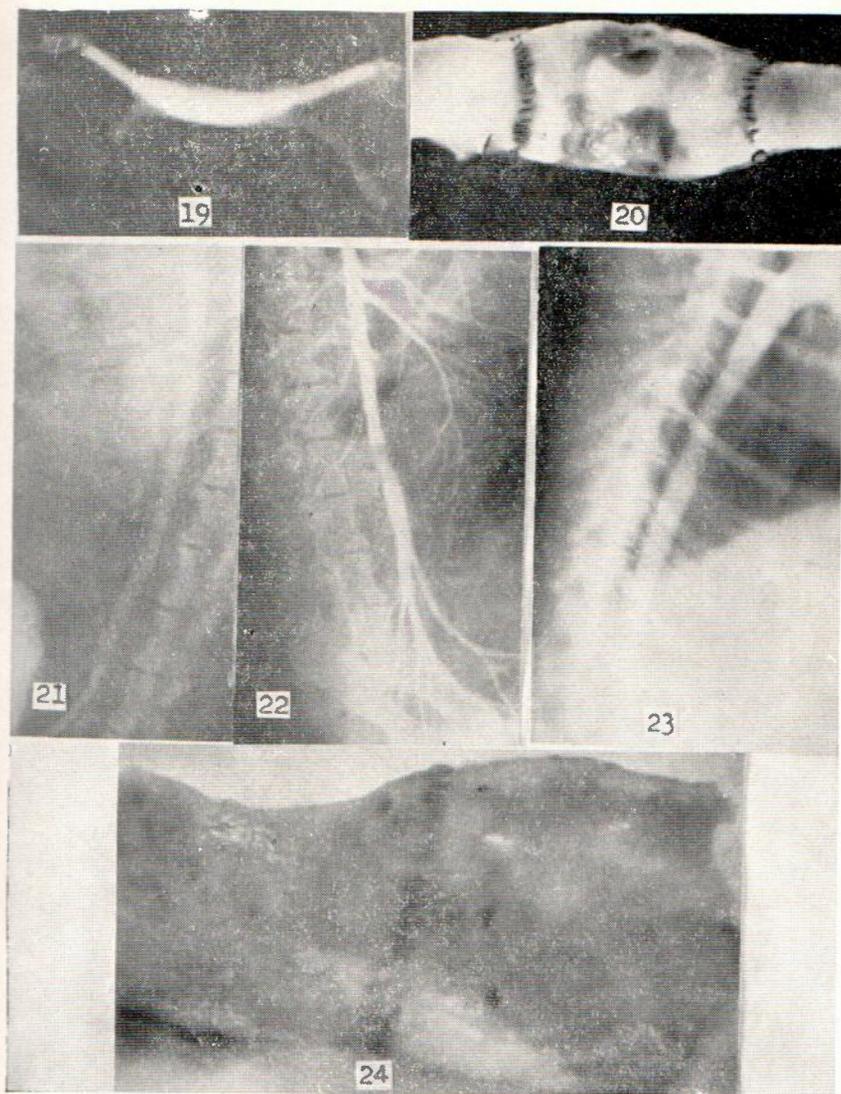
Radiografía del espécimen inyectado con Uroselectán.
